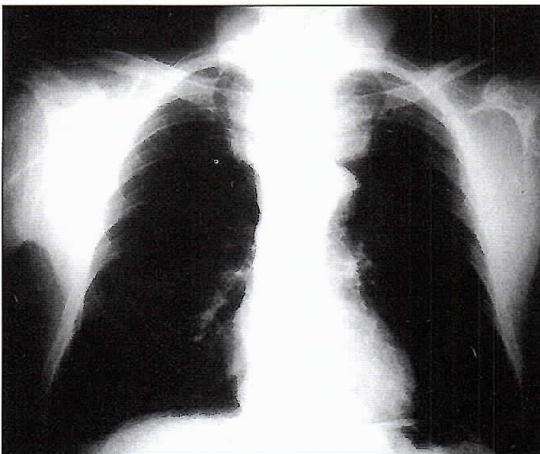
Radiografía de tórax que destaca la presencia de una masa en el mediastino superior.
